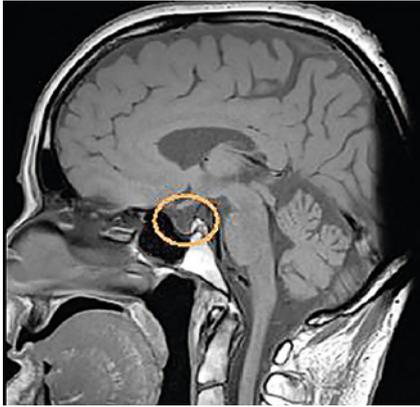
„Empty sella“ (orangene Markierung) in der Magnetresonanztomografie bei Vorliegen eines Sheehan-Syndroms
